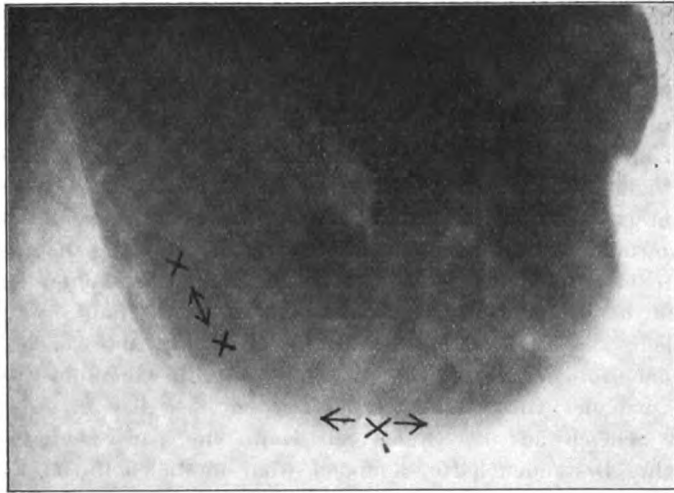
Röntgenaufnahme derselben Patientin.
